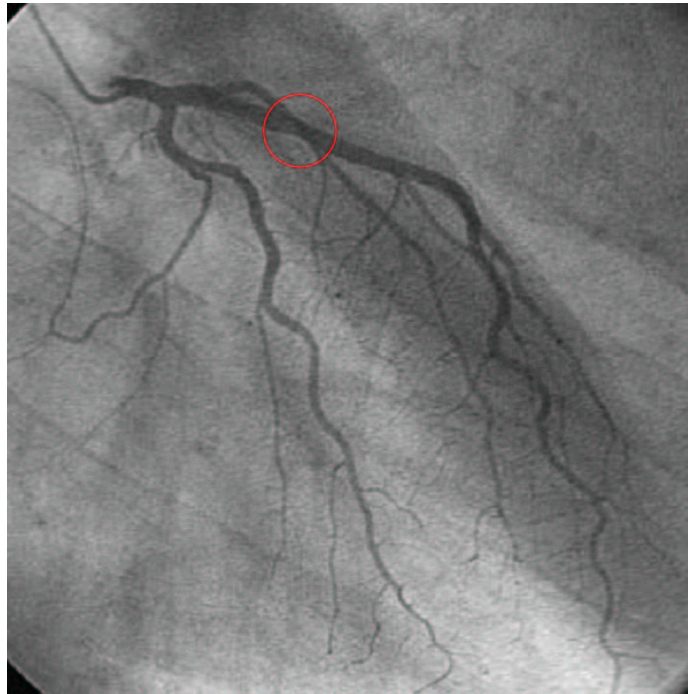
Eine Röntgenprojektion besitzt keine Information über die Tiefe
